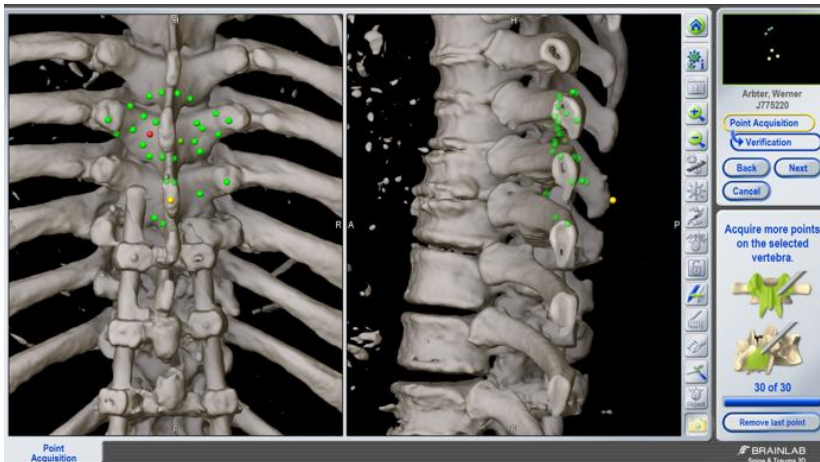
Screenshot des Bildschirms des verwendeten Navigationssystems. Erkennbar sind die vom Operateur ausgewählten anatomischen Landmarken auf dem in zwei Ebenen dargestellten CT-Datensatz.
